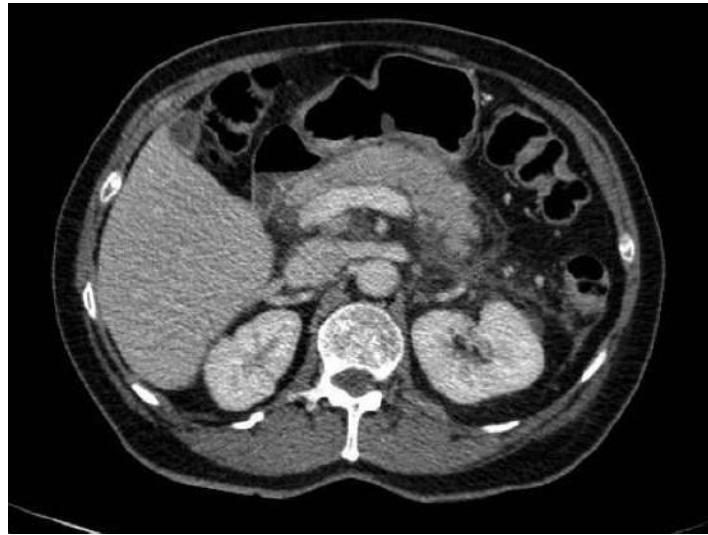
TAC abdomen y pelvis con contraste. (a) corte axial (b) corte coronal. Se observa un páncreas aumentado de tamaño con compromiso inflamatorio de la grasa peripancreática. El páncreas capta medio de contraste homogeneamente. Compatible con pancreatitis edematosas.
